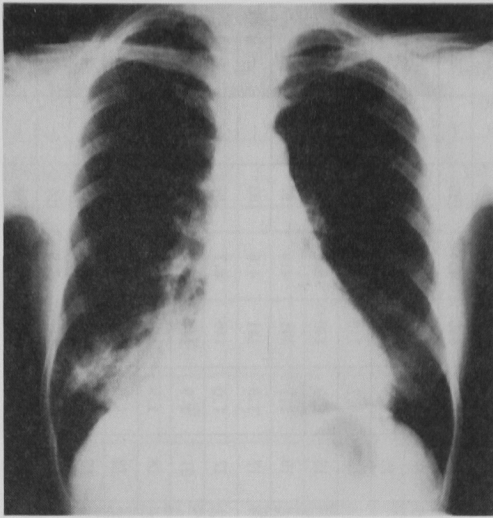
Roentgenogram of case no.1
